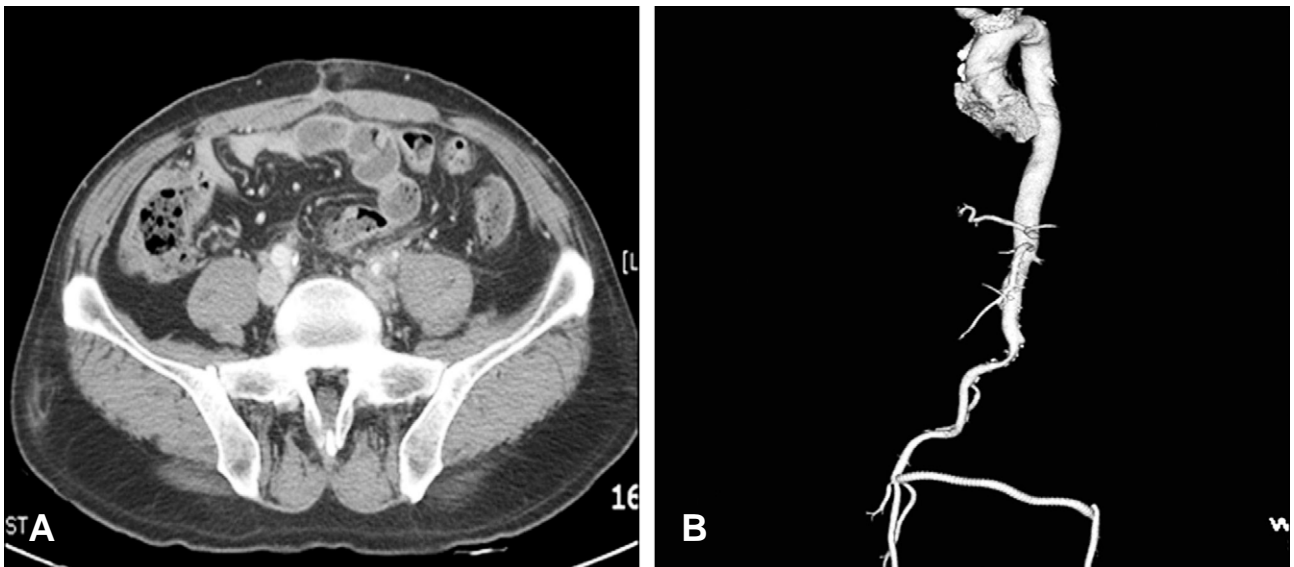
Abdominal computed tomography which was taken 2 weeks after operation (A) Computed tomography shows resolved fluid collection around the left iliac artery. (B) 3-dimensional view shows patent right iliac artery (arrow) and femoral to femoral arterial bypass (arrow head). The blood flow going through left femoral artery seems patent(thin arrow).
